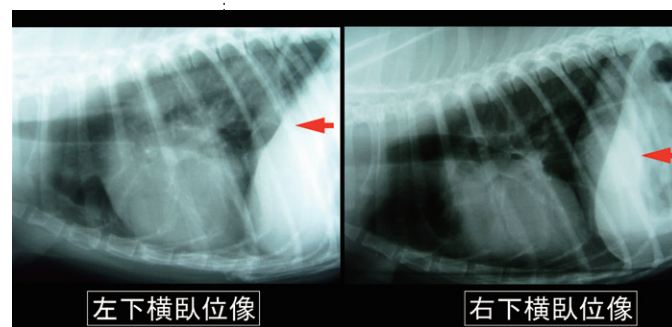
実際に肺後葉に腫瘍が認められる症例の胸部X線画像
